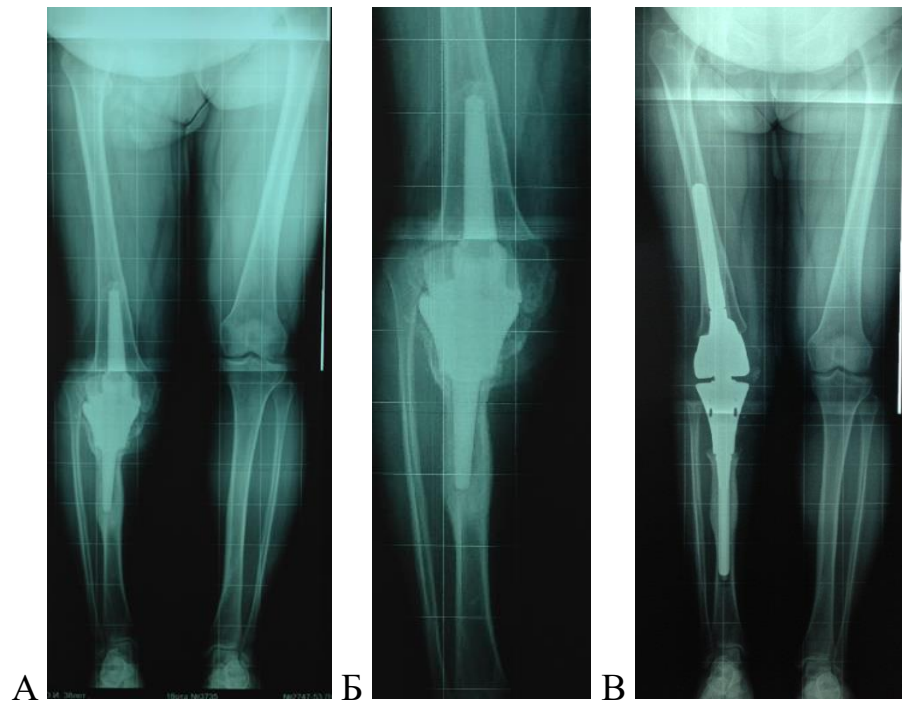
Клинический случай установки индивидуального онкологического эндопротеза коленного сустава: а – телерентгенограмма пациентки с нестабильным керамическим эндопротезом; б – рентгенограмма после установки онкологического керамического эндопротеза проксимального отдела большеберцовой кости; в – после выполнения ревизионного эндопротезирования
